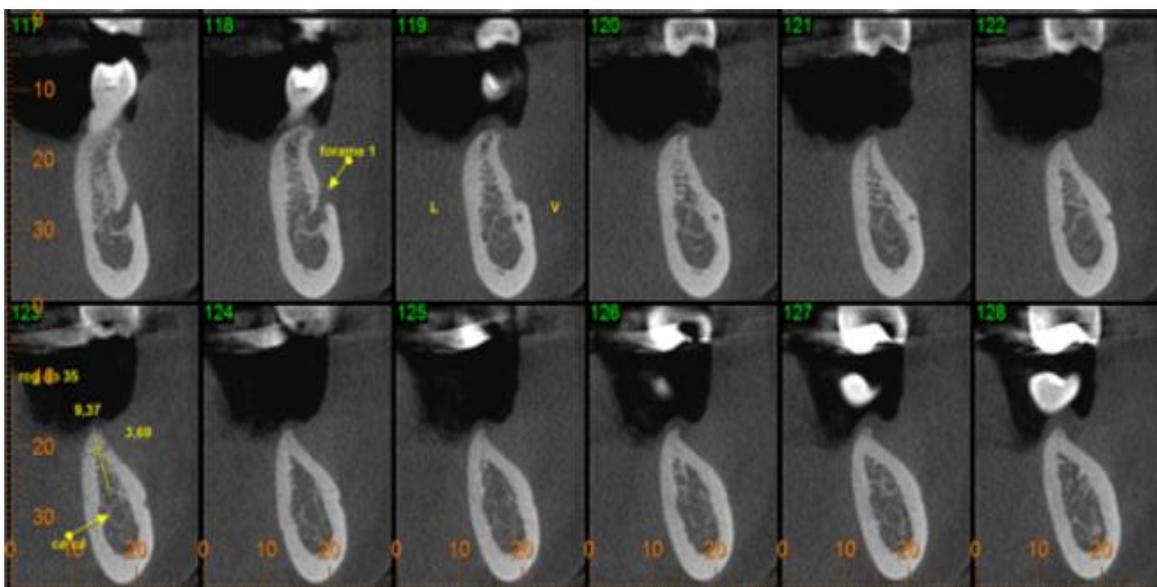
Tomografia pré-operatório
